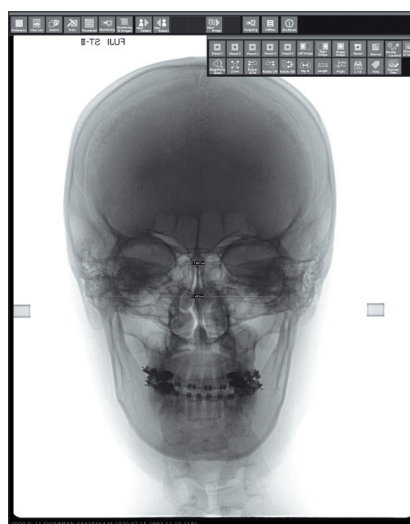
Telerradiografia frontal negativo digital
